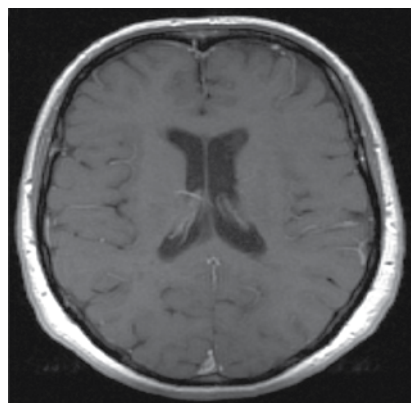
МРТ головного мозга (2008 г.). После проведенной терапии. Отсутствие накопления контраста при использовании Гадовиста
